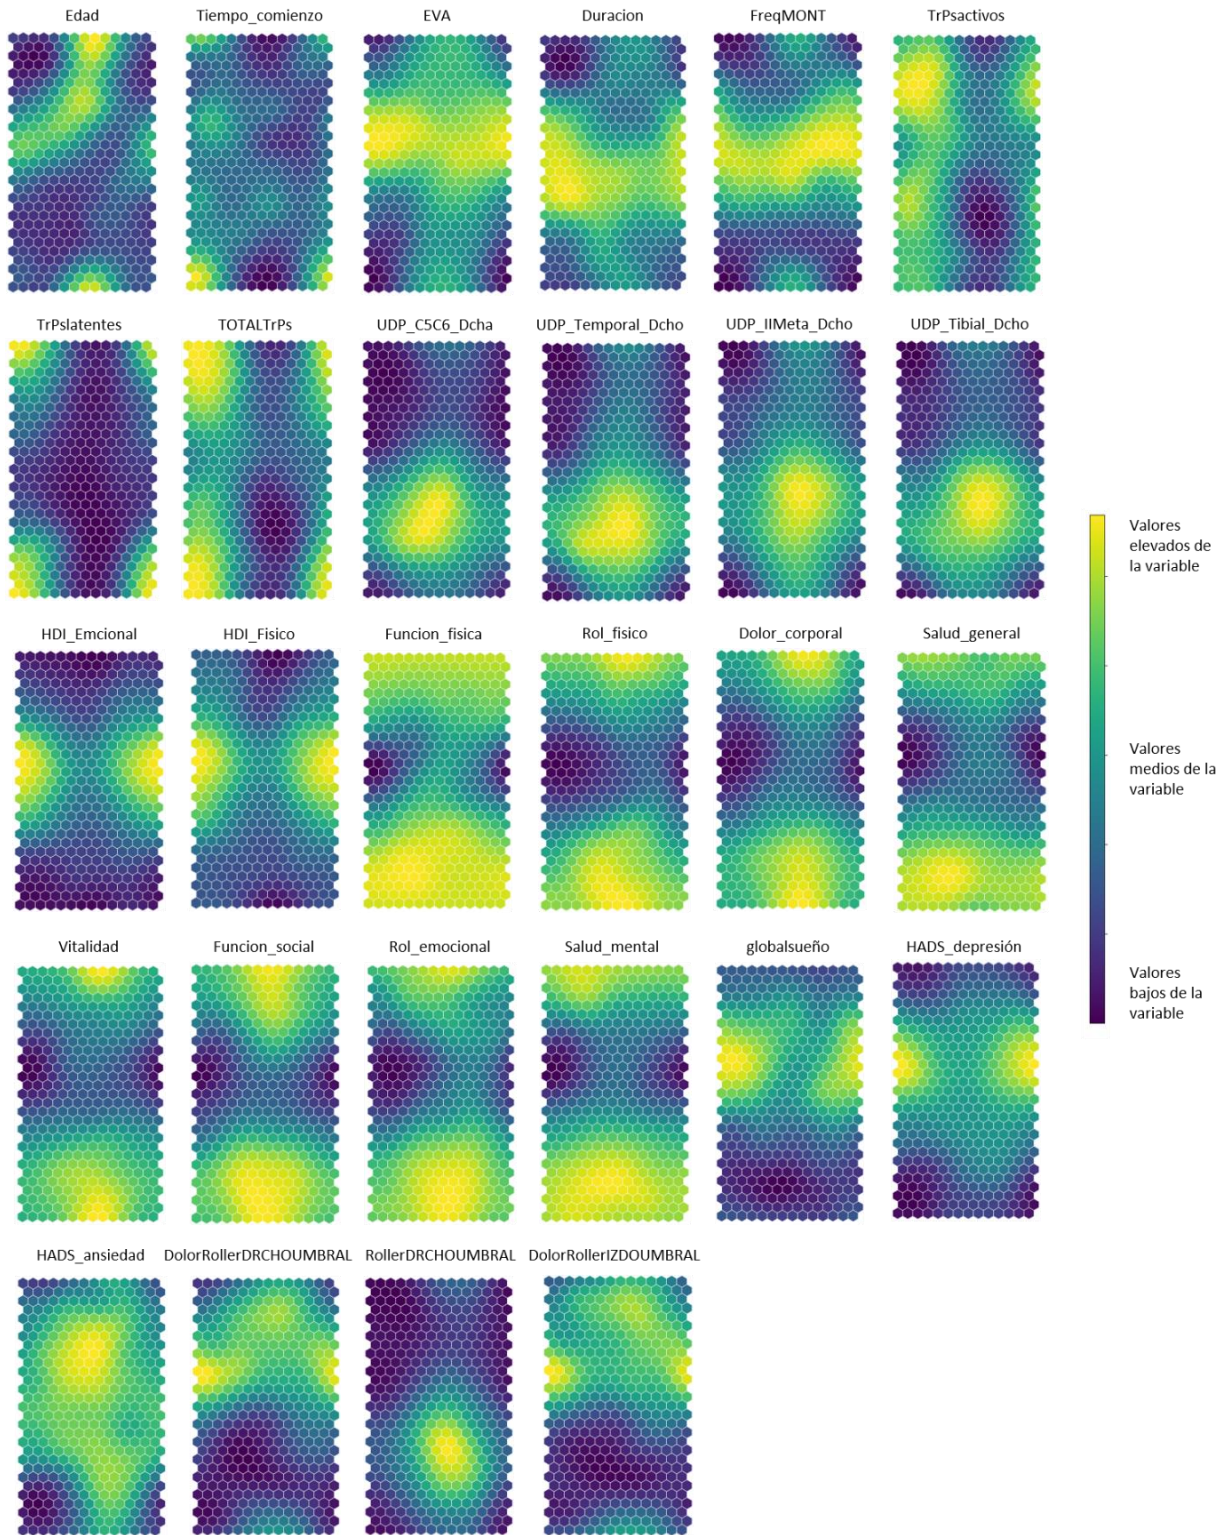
Mapa autoorganizativo de las características del conjunto de datos de pacientes con CT.
